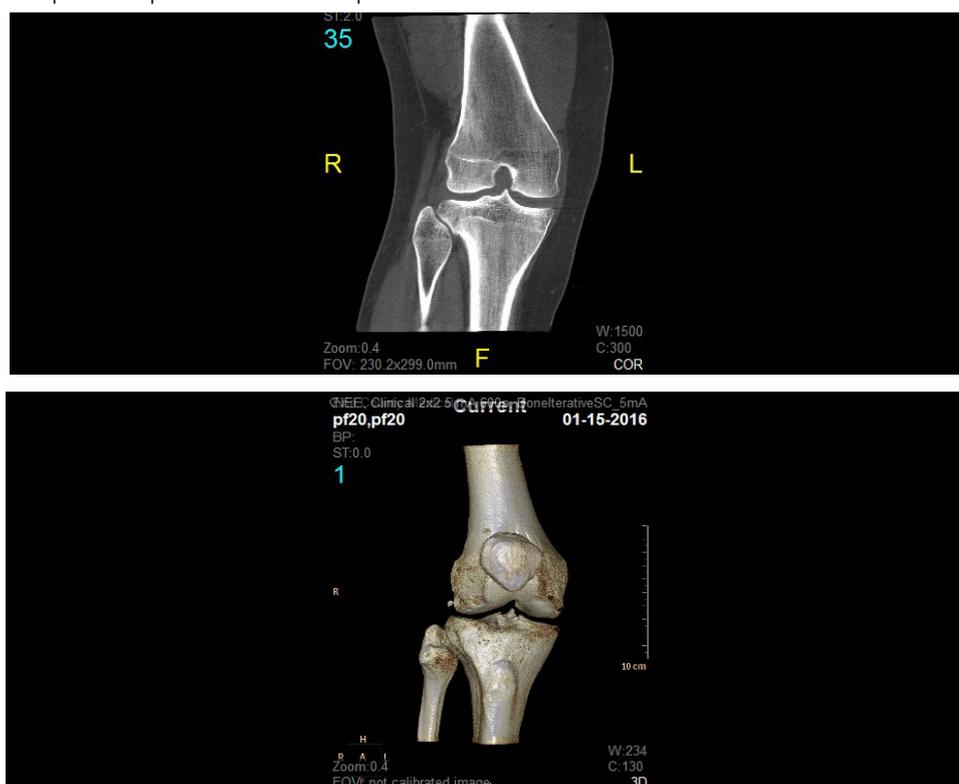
résultats 2D et 3D générés par le système CBCT
